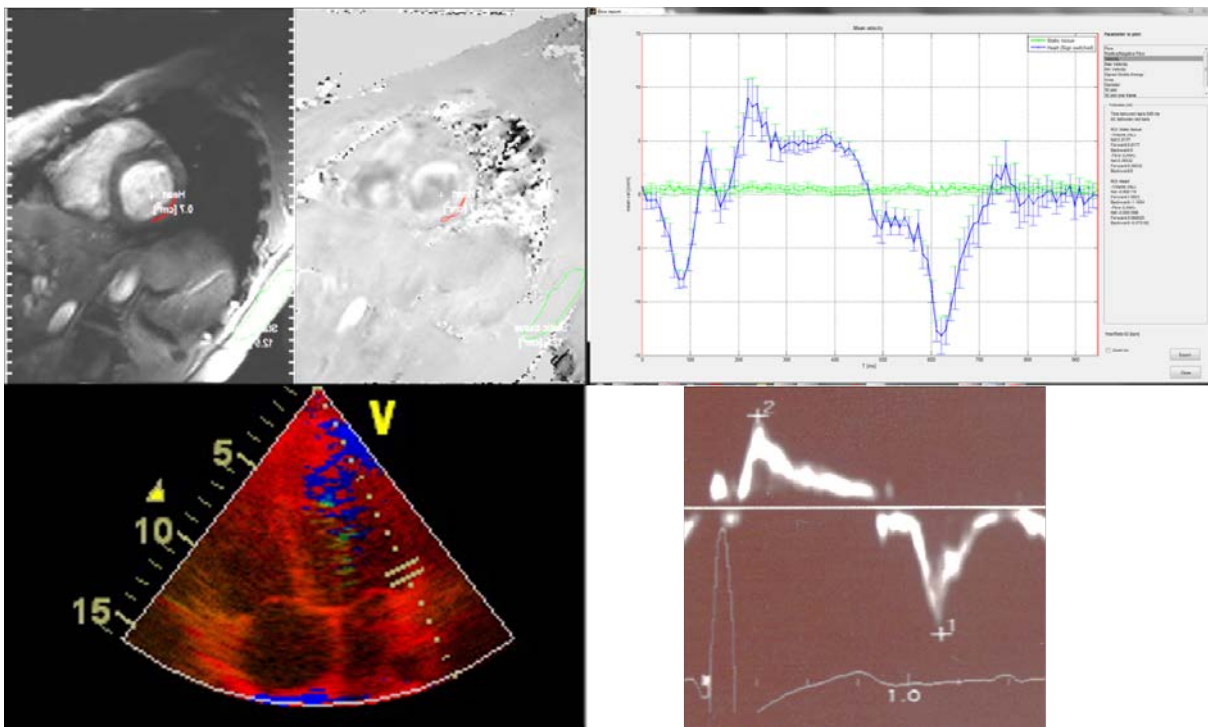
Courbes de vélocité tissulaire (à droite) obtenues par IRM Cine à contraste de phase en respiration libre reconstruites à l'aide de PC Cine-GRICS (en haut) et par échographie cardiaque Doppler (en bas) issues des régions segmentées (à gauche).
